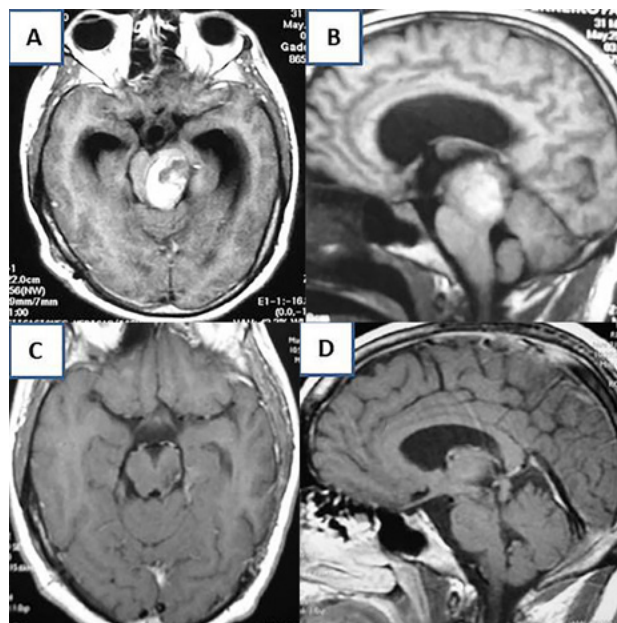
Caso ilustrativo. Cavernoma mesencefálico. A y B) RM preoperatoria, T1, Corte axial y sagital; C y D) RM postoperatoria T1, Corte axial y sagital.
